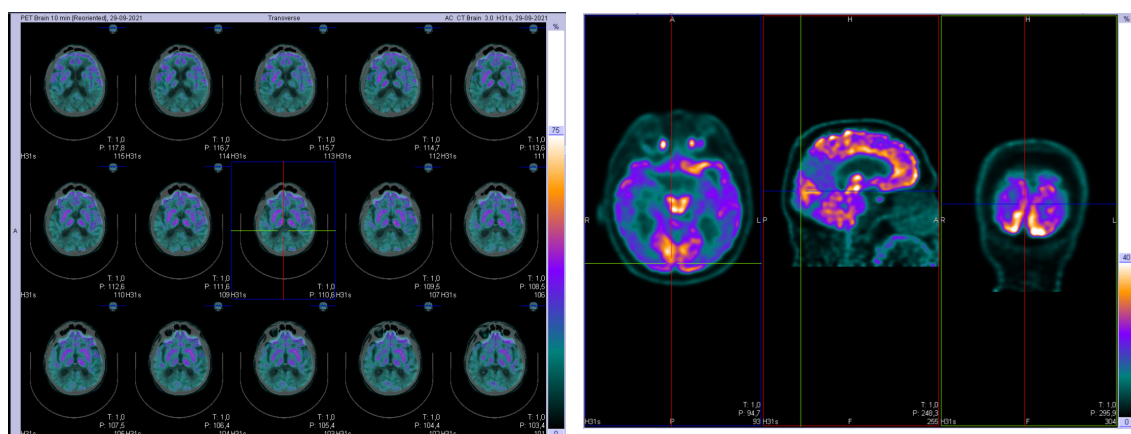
PET cerebral com 2-^[18F]-FDG mostrando hipometabolismo temporoparietal bilateral, mais evidente no precuneos e cíngulo posterior, sugestivo de demência de Alzheimer.
